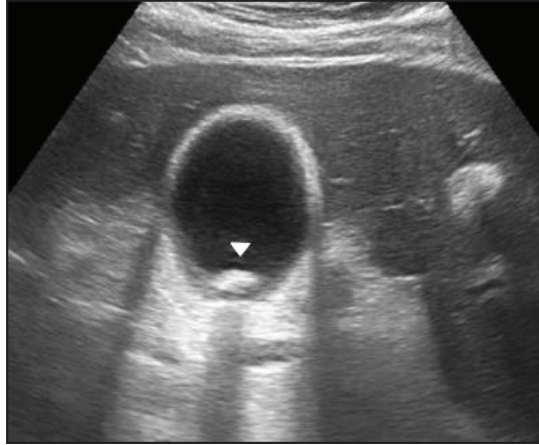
Ecografía modo B que muestra la vesícula biliar con pared engrosada y litiasis en su interior
